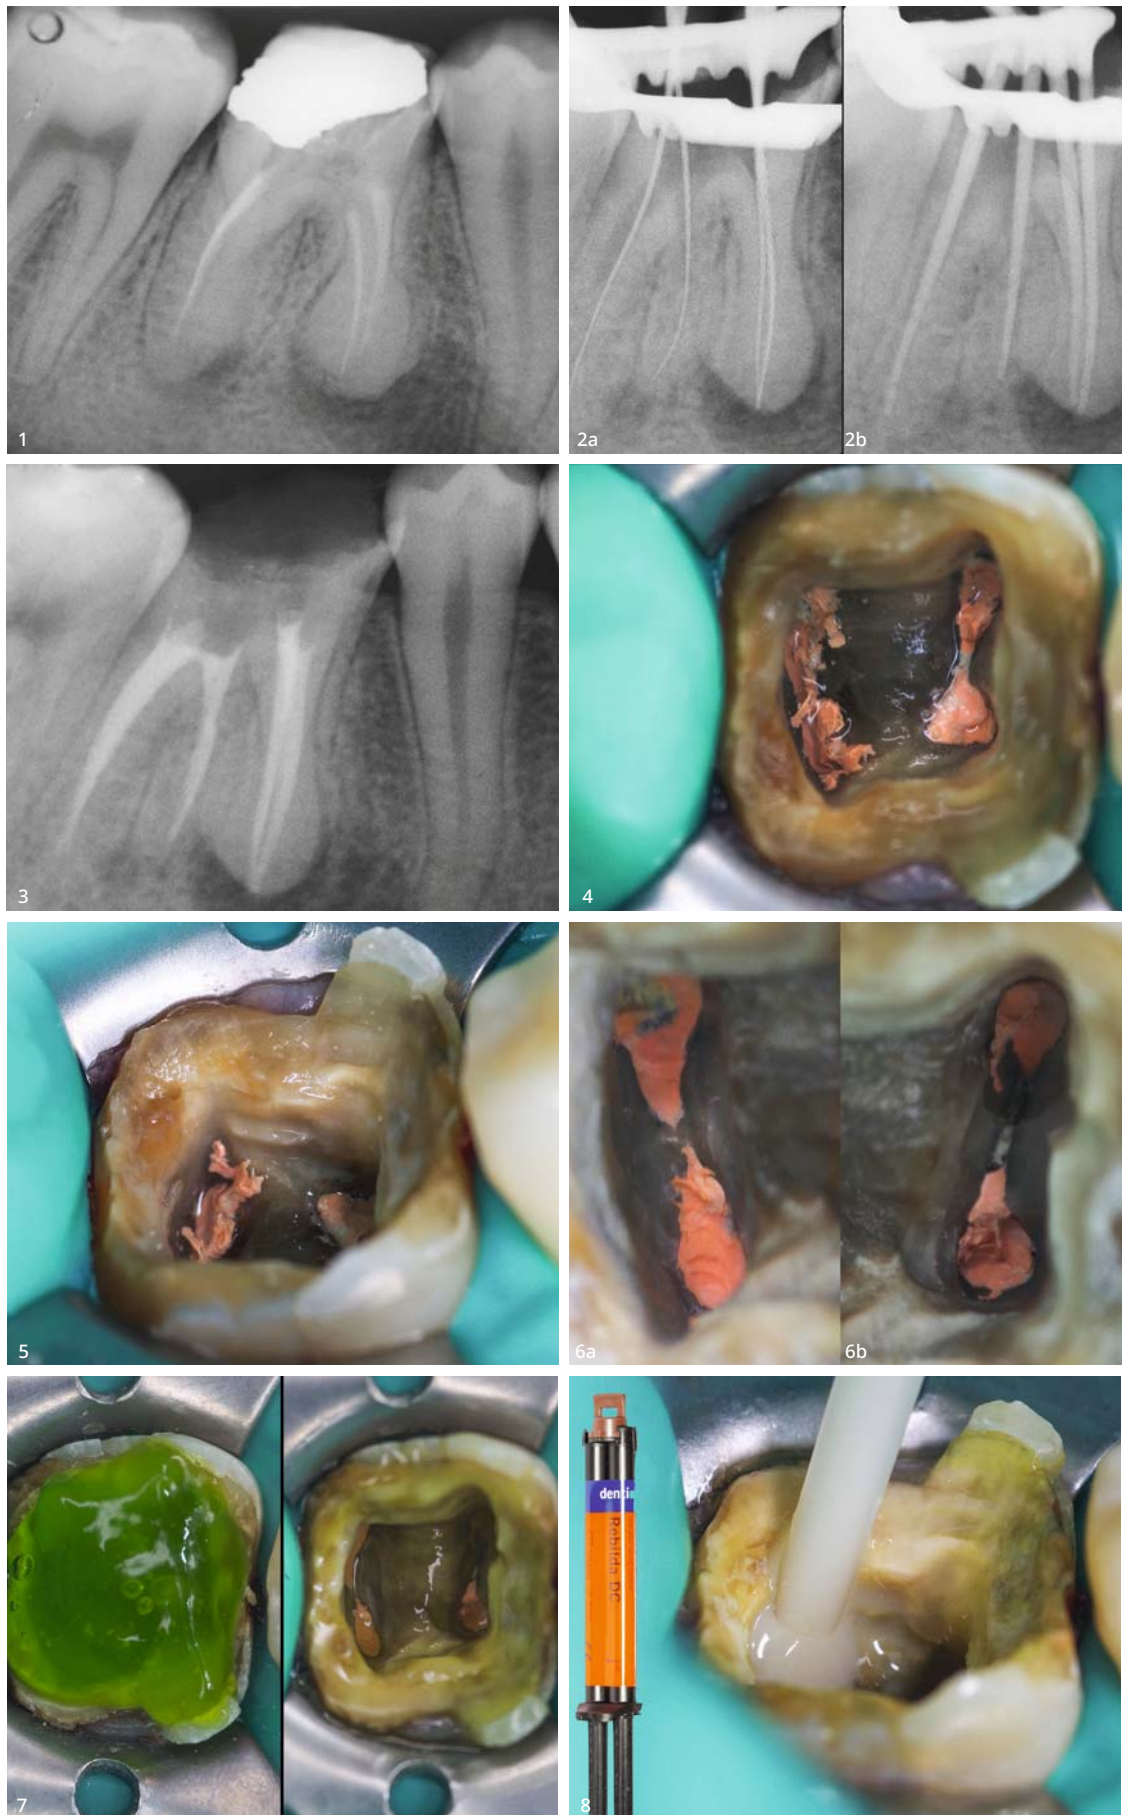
Radiographie de la situation préopératoire montrant un traitement endodontique insuffisant de la dent 46. Des micropercolations de la restauration en amalgame de la couronne ont en outre été détectées. Les deux racines présentaient également des lésions apicales évidentes. Les deux dents adjacentes avaient migré vers la dent 46 et fermé les espaces interproximaux. Figs. 2a et b : Radiographies du traitement endodontique. (a) Vérification de la longueur de travail. (b) Vérification de la longueur des pointes principales de gutta-percha. Fig. 3 : Résultats postopératoires du traitement endodontique. Un joint adéquat a été obtenu dans les 3 dimensions. La longueur de travail et le scellement ont été corrigés. Le canal radiculaire distal surnuméraire a été décelé, traité et scellé. Fig. 4 : Situation immédiatement après le scellement du canal radiculaire. Il est nécessaire de couper correctement la gutta-percha. État médiocre de la dentine résiduelle. Absence d'émail dans la zone distale. Fig. 5 : Volume important de la cavité pulpaire élargie. Des contre-dépouilles sont présentes sur la paroi linguale. L'épaisseur du tissu résiduel est mince. Figs. 6a et b : Découpe de la gutta-percha sur 1 à 2 mm à l'intérieur de chaque canal radiculaire à l'aide d'un embout ultrasonique et d'excavateurs manuels. Figs. 7a et b : (a) Mordançage à l'acide phosphorique de la dentine et de l'émail. (b) Application d'un adhésif universel après rinçage et séchage. Fig. 8 : Plancher de la cavité pulpaire et contre-dépouilles recouverts et scellés avec Rebilda DC.
